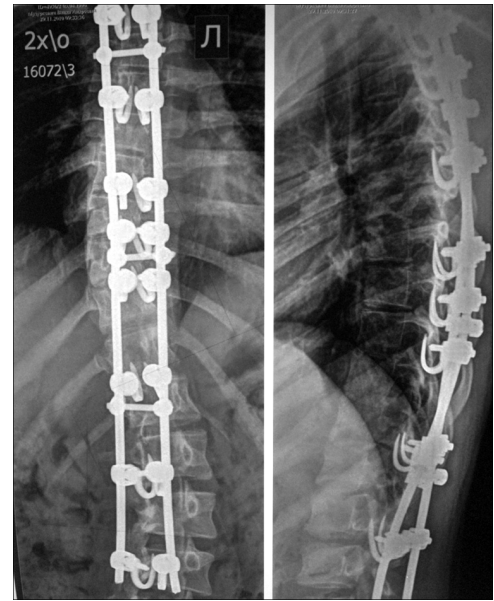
Рентгенограммы больной М., 14 лет, после операции.
